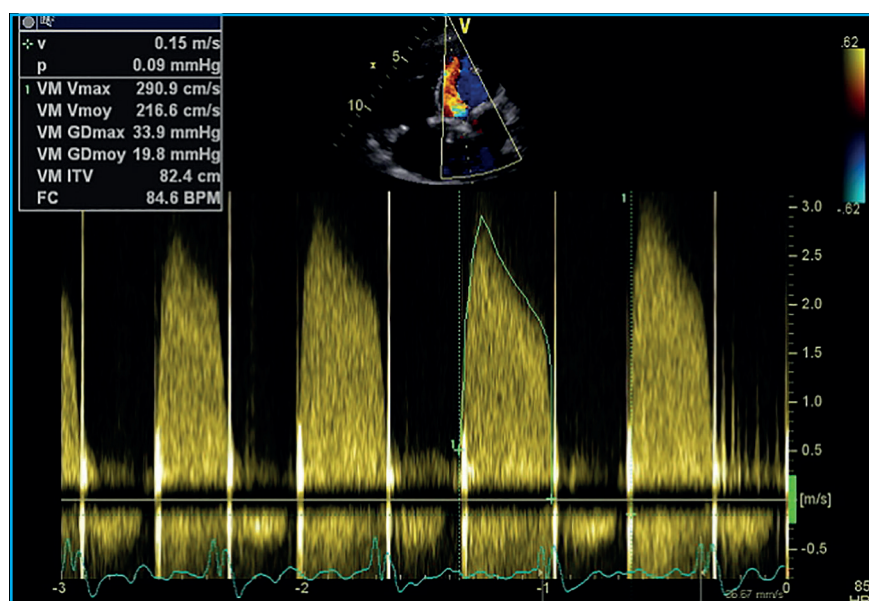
Thrombose d'une prothèse mécanique mitrale. ETT : flux Doppler couleur excentré, gradient moyen transvalvulaire 19 mmHg.
